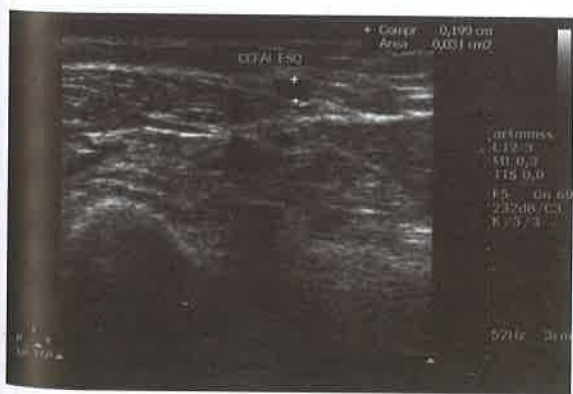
O eco-Doppler venoso no pré-operatório do acesso vascular permite identificar a melhor veia e a melhor artéria para a confecção de um acesso. Com a escala de cinza – modo B – é possível detectar a presença de trombo no lúmen vascular. As manobras de compressão do transdutor ajudam a confirmar a presença do trombo, uma vez que a presença do conteúdo mural torna a veia incompressível. No presente caso, a veia cefálica acima do nível do punho encontra-se incompressível, devendo descartar a opção da criação da fístula radiocefálica neste lado.
